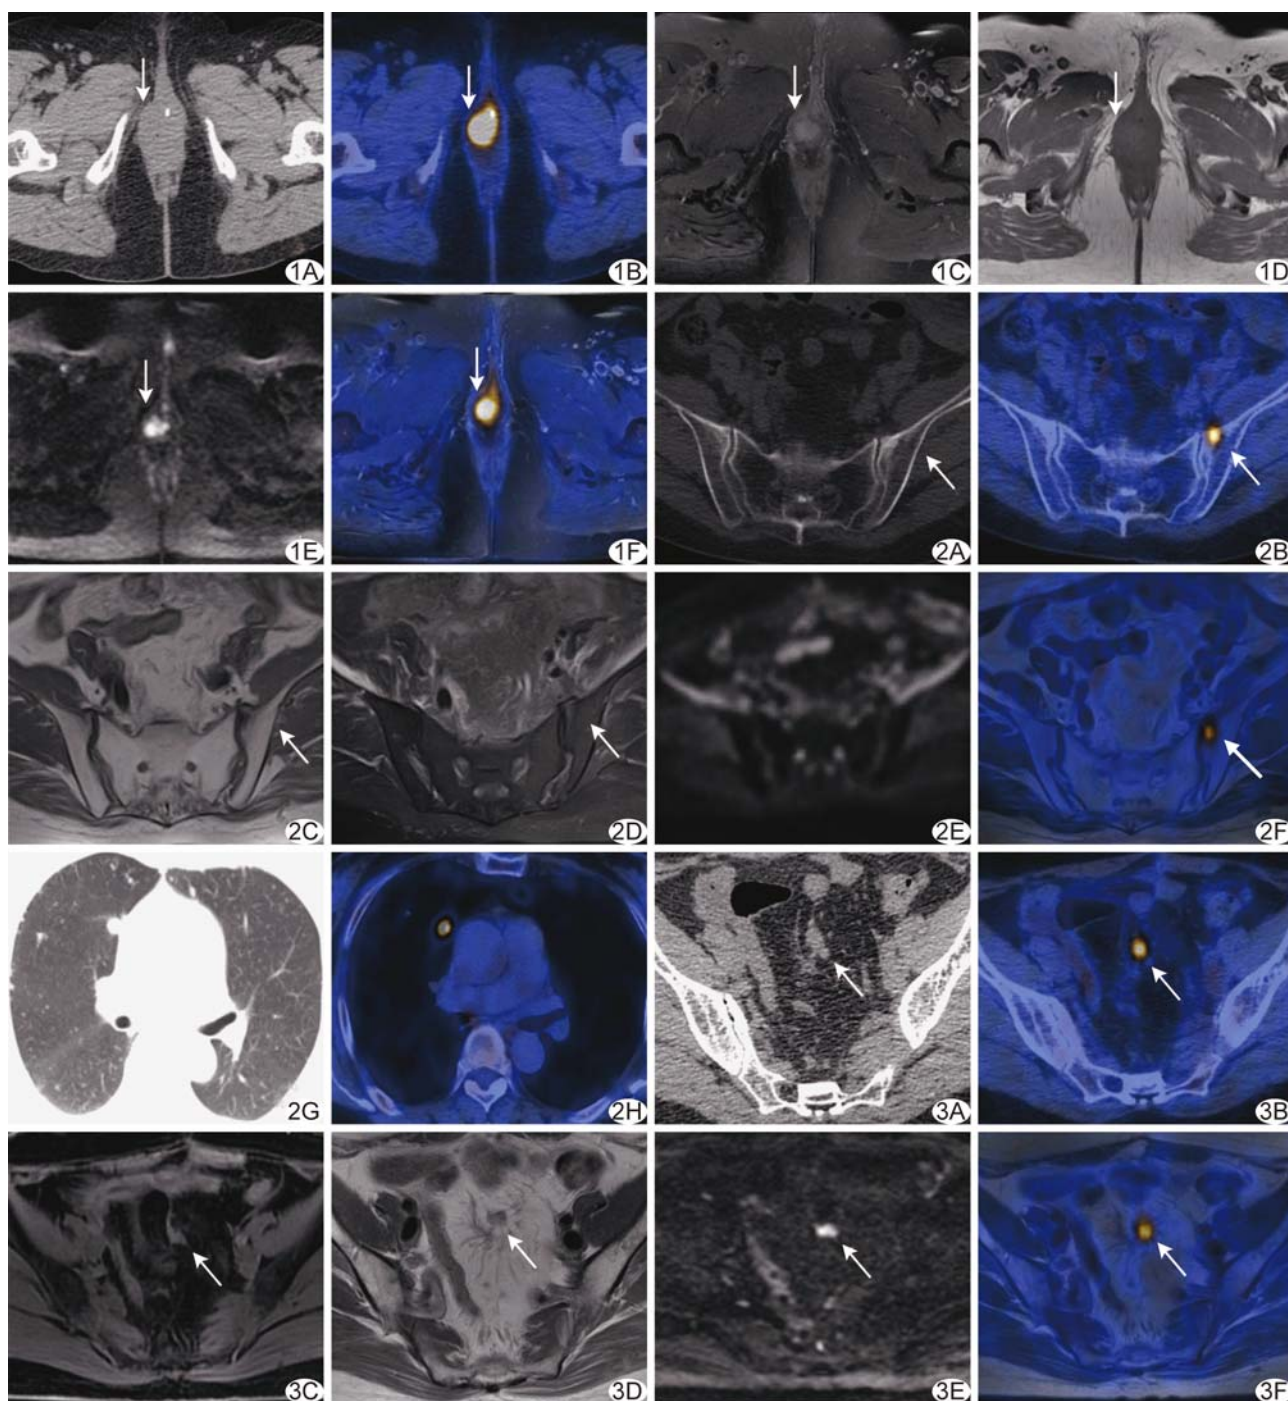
患者女, 54 岁, 宫颈癌术后局部复发(箭) A. CT 示会阴右侧软组织影增厚; B. PET/CT 显示病灶 FDG 摄取明显增高; C、D. T2WI 脂肪抑制病灶呈高信号, T1WI 呈等信号; E. 当 $b=1\,000\text{ s/mm}^2$ 时 DWI 示弥散受限; F. PET/MRI 融合图示会阴右侧病灶 FDG 摄取明显增高
